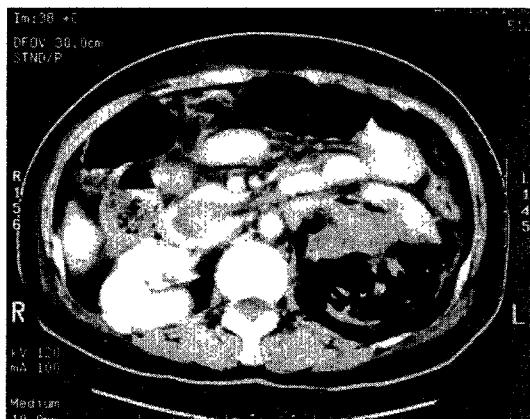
Abdominal CT scan shows enlarged left kidney and massive air from perirenal space extending to posterior pararenal space. It extends along iliopsoas fascial plane to pelvic cavity.
